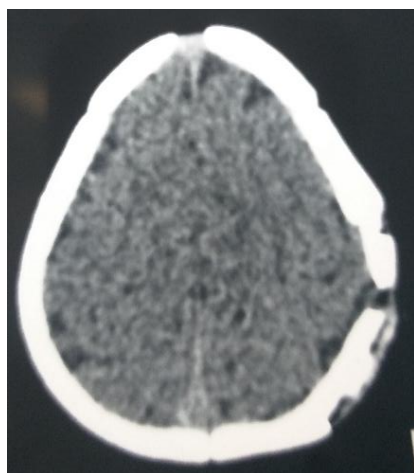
TDM cérébrale coupes axiale : Image post opératoire
